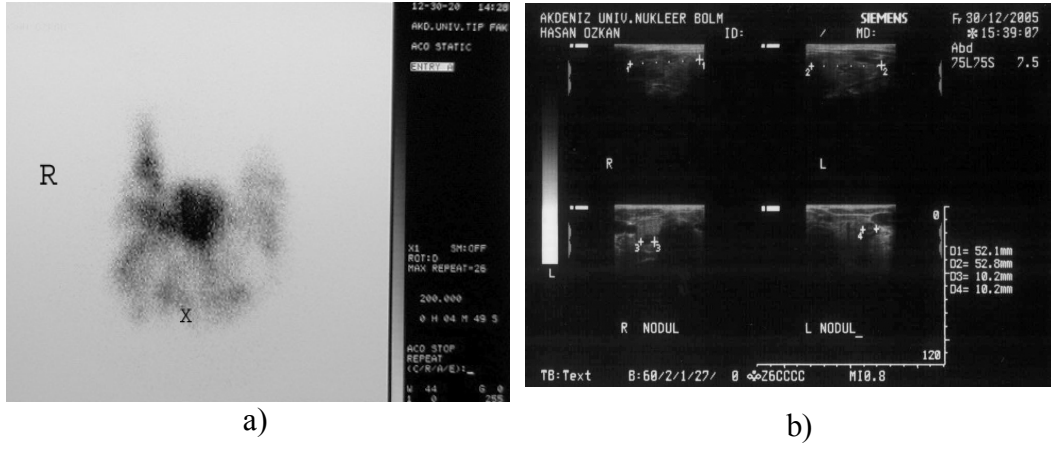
Subklinik hipertiroidi, olgu 22. Sintigrafide (a) sol lob orta kesim lateralde ve inferiorda hiperaktif, sağ lob orta kesimde, inferiorda, isthmusta, sol lob orta kesimde hipoaktif nodüller, USG'de (b) sağ lob orta kesimde 9x8x5mm, inferiorda en büyükleri 15x15x14mm boyutlarında birkaç adet, sol lob orta kesimde 16x16x11mm ve 10x9x6mm, inferiorda 20x15x14mm, isthmusta 13x12x6mm boyutlarında nodüller izlendi.
